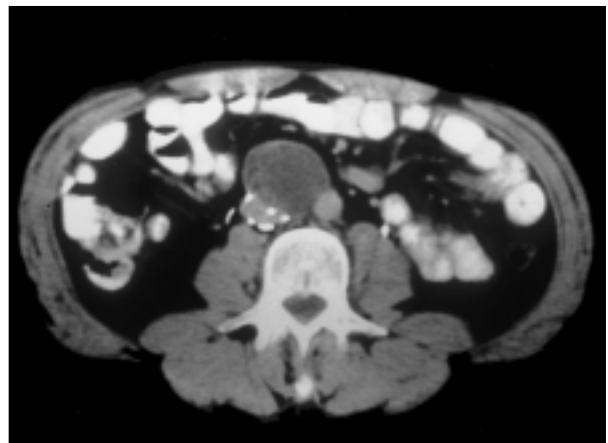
Masa residual retroperitoneal en TAC.
